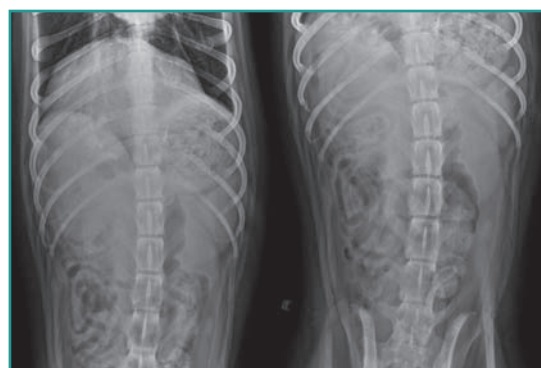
Radiografie ventro-dorsali dell'addome craniale e caudale del paziente.
